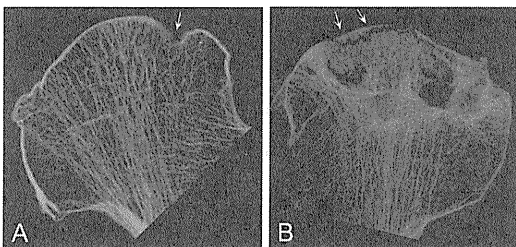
(軟線X線):SIF例では、圧潰を呈した部の軟骨下骨の途絶を認める(A、矢印)。ION例では、修復反応層の骨硬化像、軟骨下骨折線(矢印)を認める(B)。
